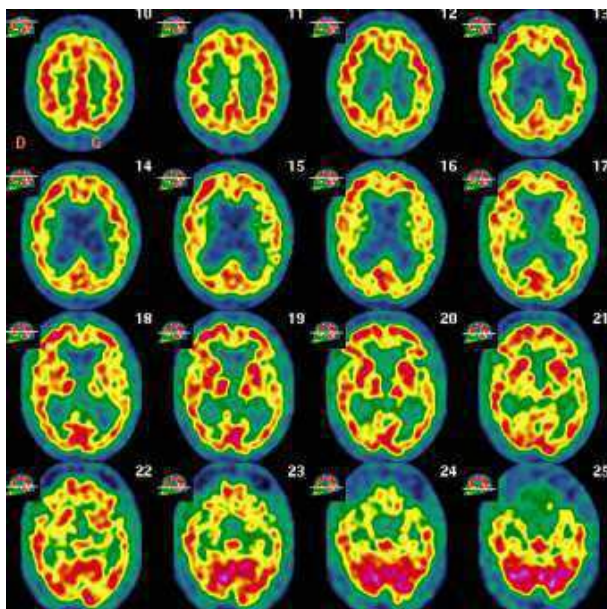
Coupes axiales étagées d'une TEP au FDG avec correction d'atténuation par cartographie TDM et soustraction du diffusé estimé. Pattern métabolique caractéristique d'une HPN(37).
